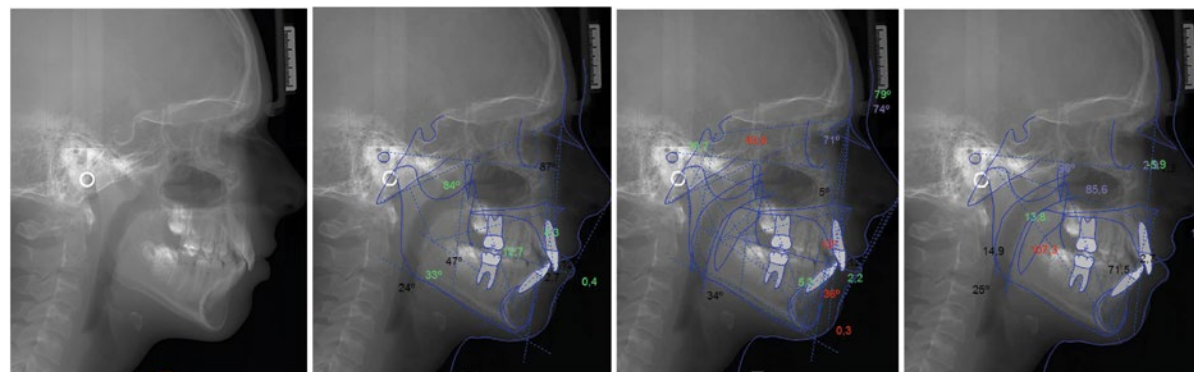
Telerradiografia lateral inicial e análise cefalométrica: Rickets; Steiner; Macnamara.
